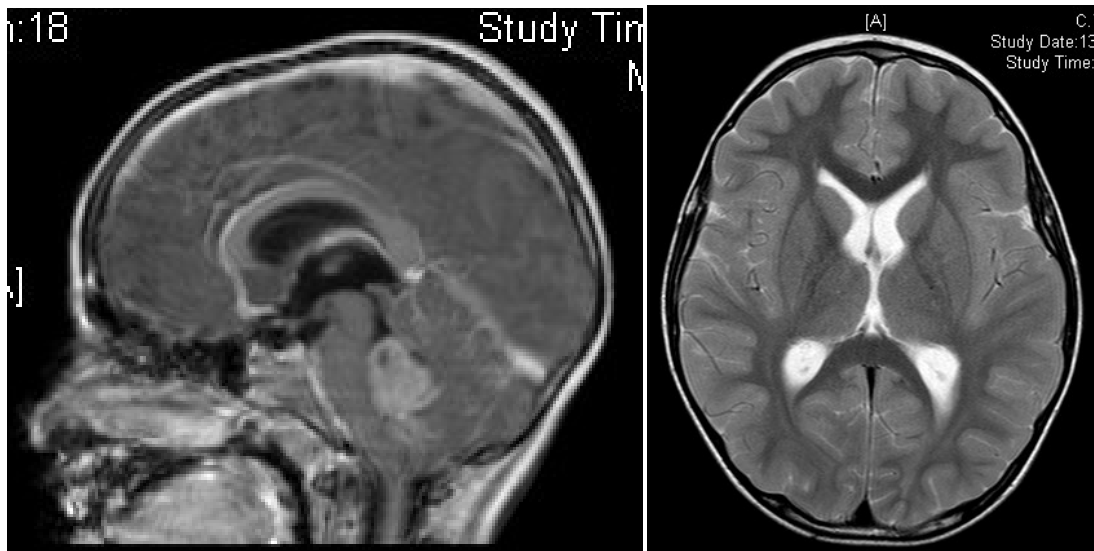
A gauche : IRM en pondération T1 avec injection de gadolinium montrant une lésion comblant le V4 prenant le contraste de façon homogène. A droite : IRM en pondération T2 montrant des ventricules non dilatés.
